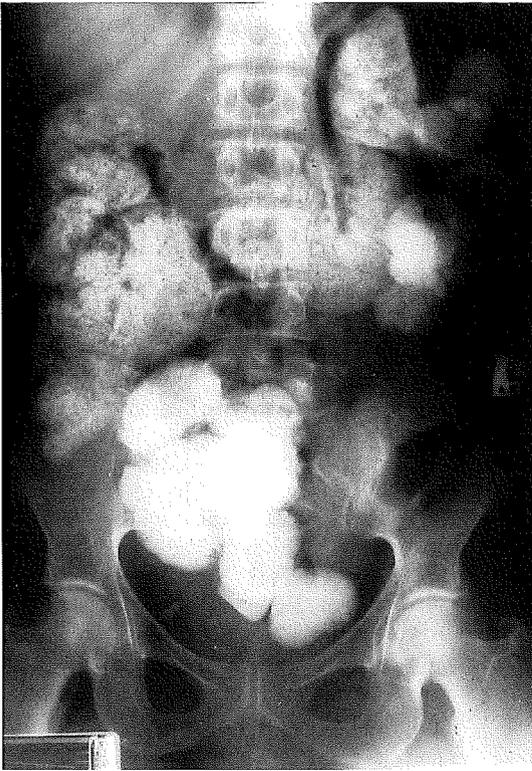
Röntgen-Abdomenübersichtsaufnahme im Stehen (Nativbild). Der Kolonrahmen ist dicht mit einer röntgendichten Masse gefüllt.
